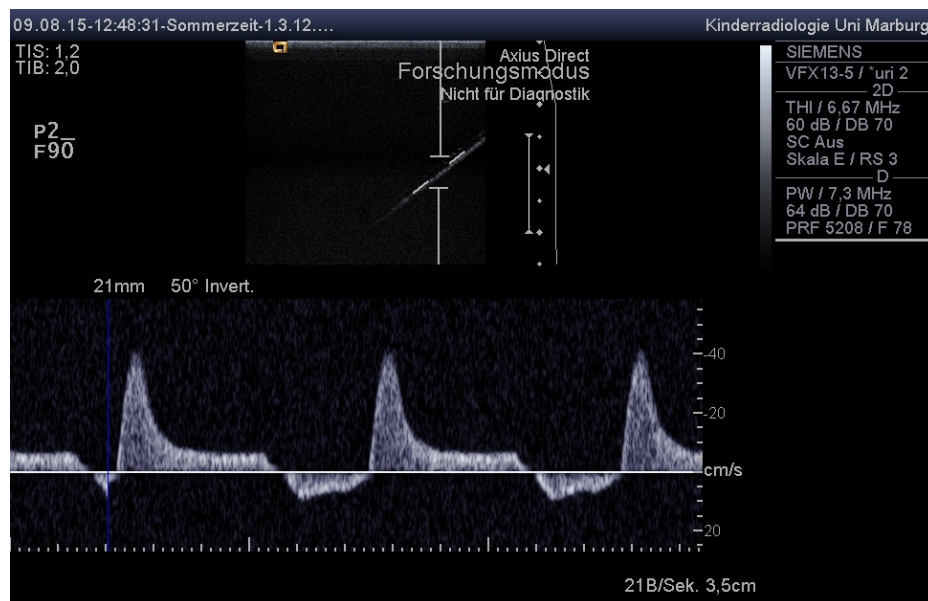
Darstellung des grauwertkodierte Dopplerspektrums beim Siemes Acuson Antares Ultraschallgerät.
